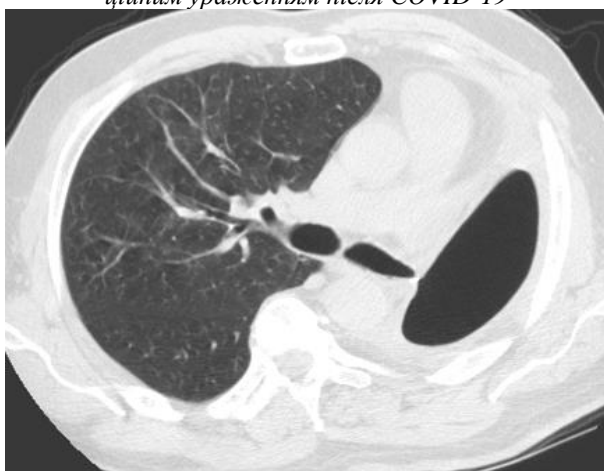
КТ органів грудної клітки. Часткова неспроможність кукси лівого головного бронха, санована залишкова порожнина, пневмонія спричинена COVID-19 в стадії розсмоктування
